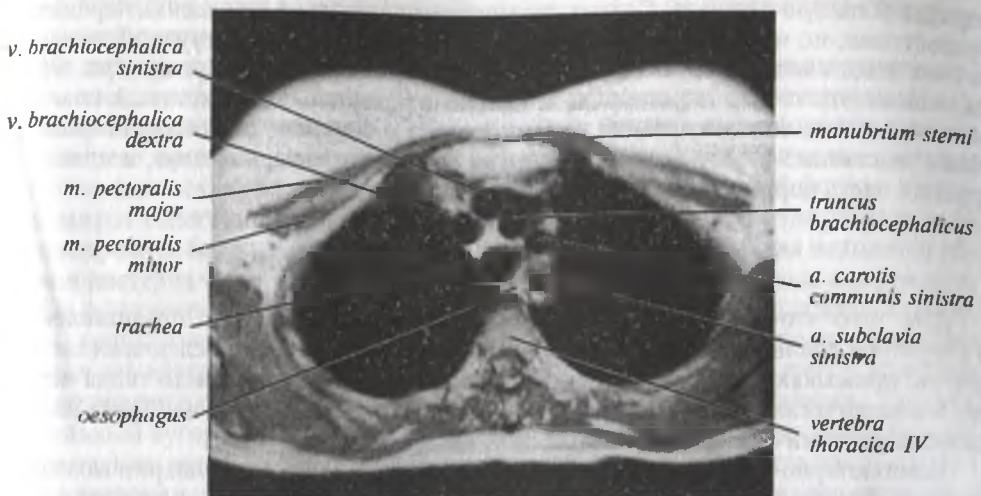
Компьютерная томограмма области груди. Поперечный срез на уровне IV грудного позвонка
